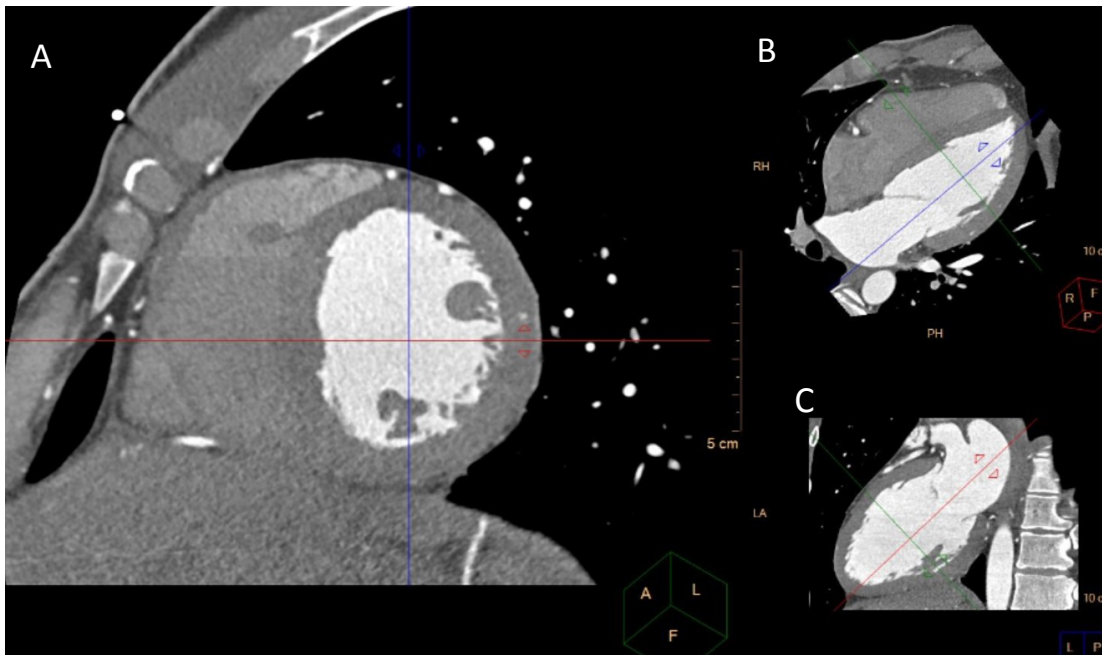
CT srdce, dvoudutinová projekce. Červená osa znázorňuje rovinu pro vytvoření čtyřdutinové projekce.
